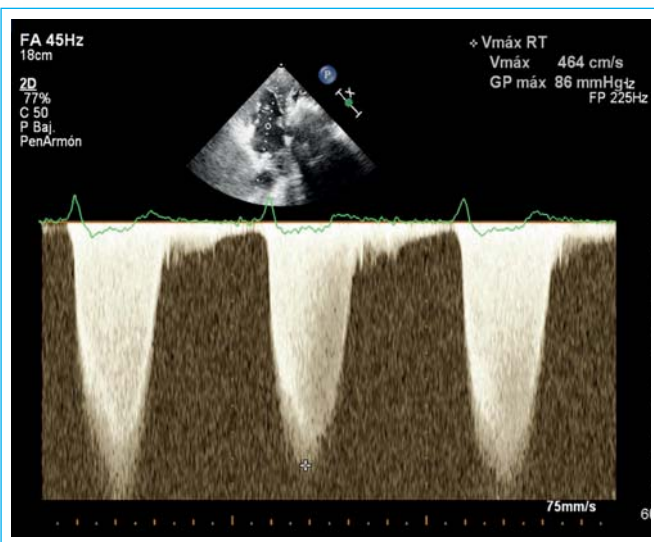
Ecocardiografía transtorácica, Doppler continuo del flujo tricúspide. La velocidad máxima de la insuficiencia tricúspide es de 4,64 m/s, lo que permite estimar una presión sistólica arterial pulmonar de 95-100 mmHg
